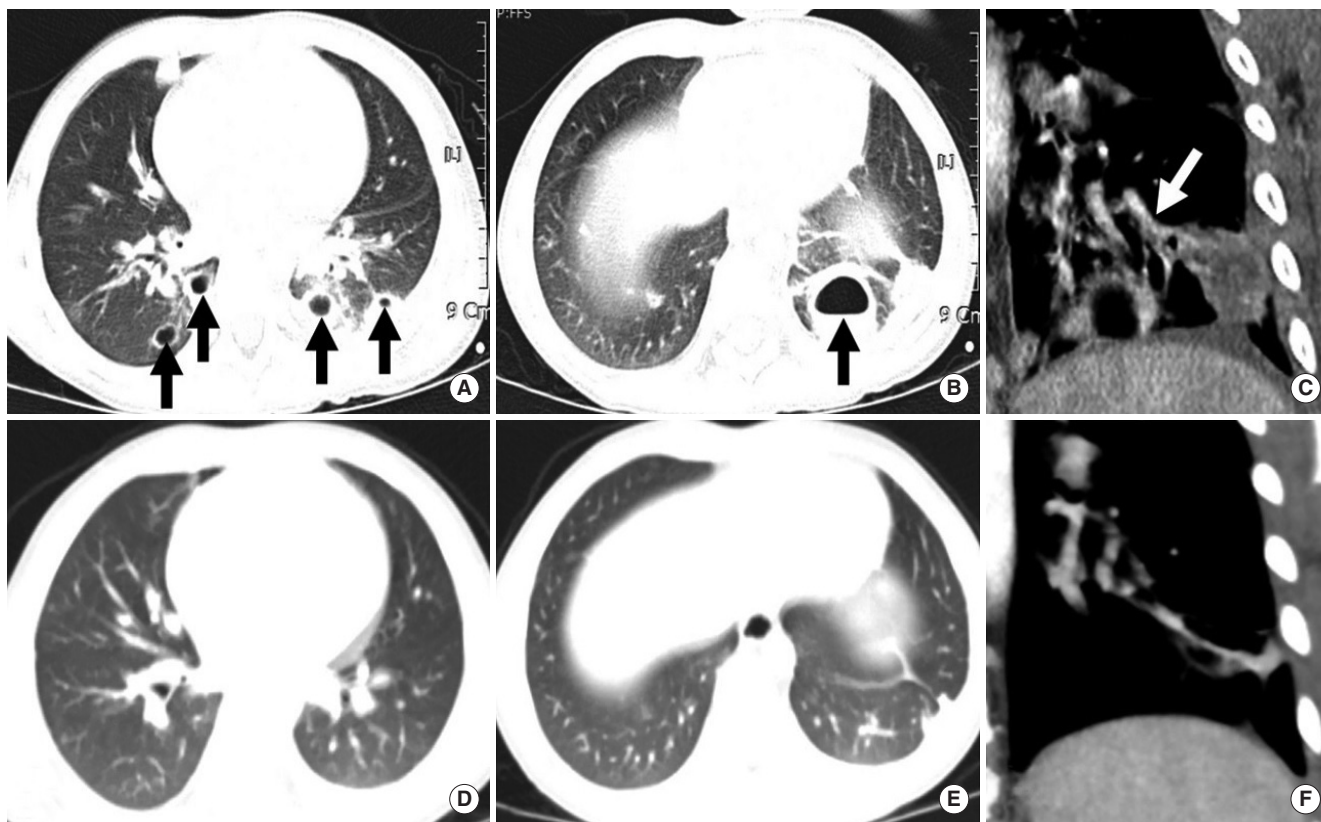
Initial chest computed tomography (CT) images (A, B) are showing multifocal necrotic nodules at subpleural areas of the both lungs (black arrows) with feeding vessel sign (C, white arrow). (D–F) Forty-five days later follow-up chest CT images are showing nearly resolved pulmonary nodules.
